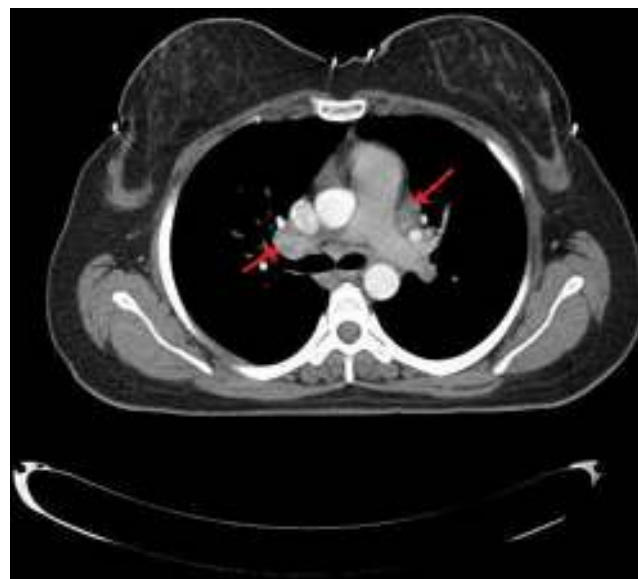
Torax CT showed bilateral hilar and mediastinal lymphadenopathy.
